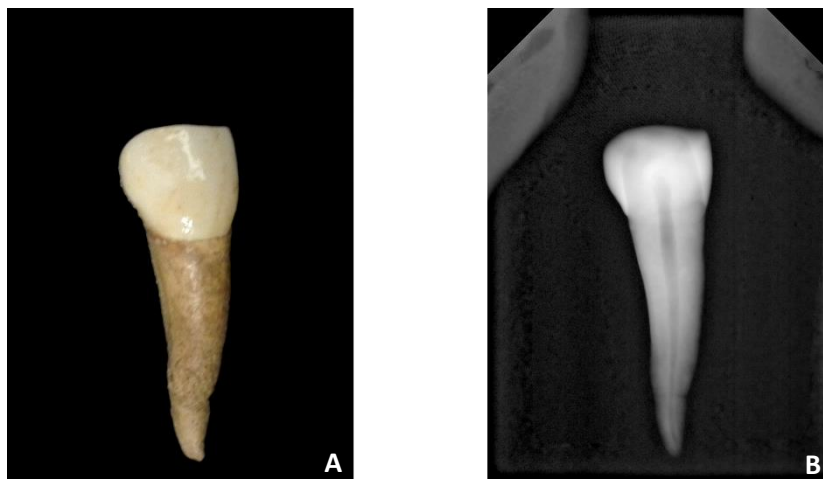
Canino superior esquerdo (dente 23) do indivíduo 123 (PAVd'09). A – Fotografia (não se encontra em posição anatômica). B – Radiografia periapical labio-lingual com visibilidade da câmara polpar.
